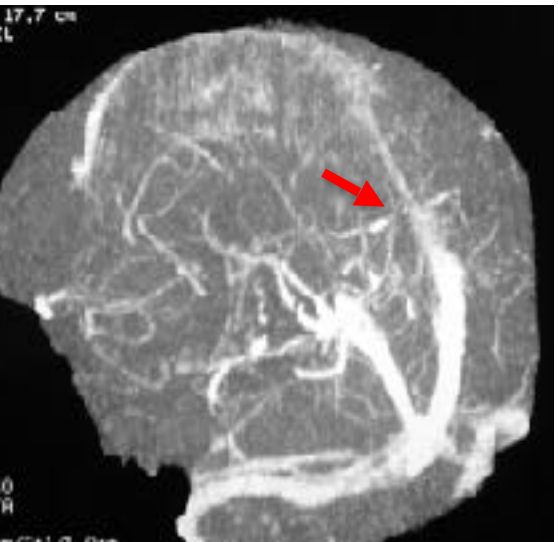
Imagerie: scanner ou IRM?
